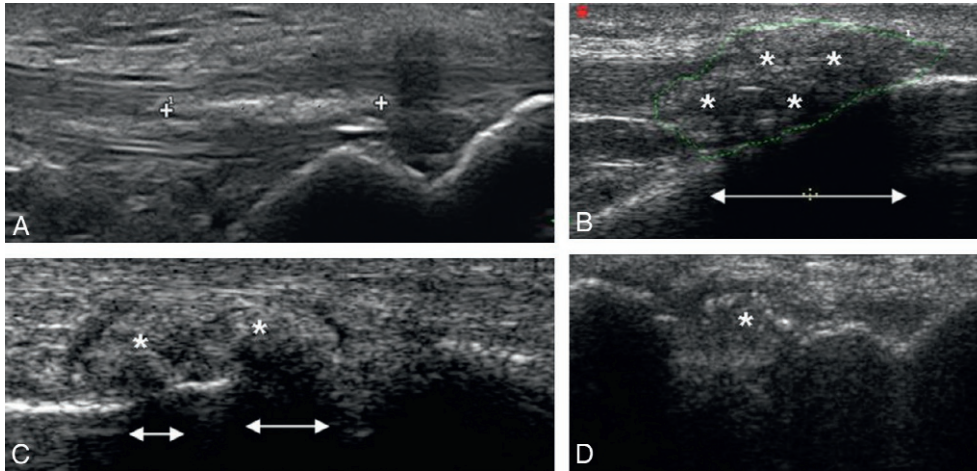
Aspects échographiques : tophus goutteux.
